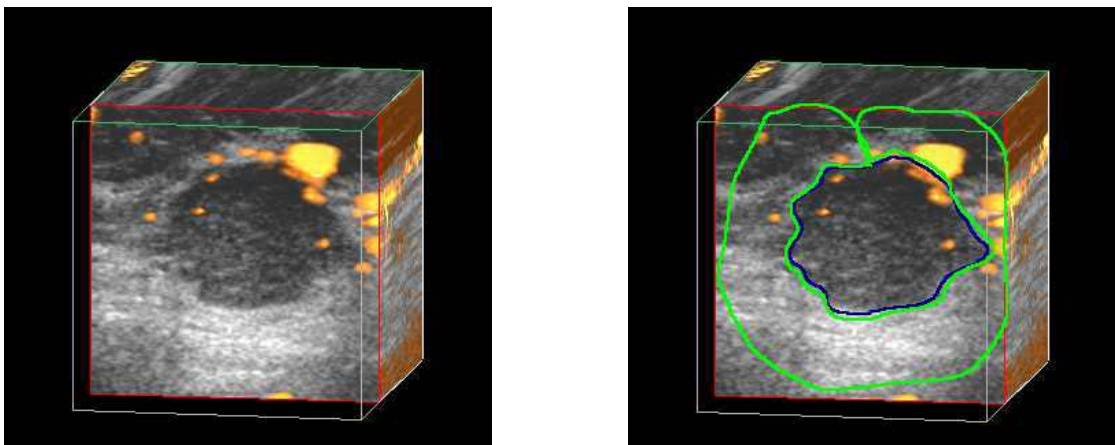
Darstellung eines zweidimensionalen Datensatzes der Anflutung von Levovist[®] im zeitlichen Verlauf bei einem Fibroadenom. Links: vor Markierung, rechts: nach Markierung der Regions of Interest. Blaue Markierung: Sonographisch erkennbare Tumorgrenzen, grüne Markierung: Umgebung des Tumors, 1cm breiter Mantel um die Tumorgrenzen. Am rechten Bildrand erkennbar die eingeschränkte Verwertbarkeit des Randsaumes, da die Größe des Farbfenster des Farbdopplers hier nur einen Randsaum < 1cm zuläßt.
